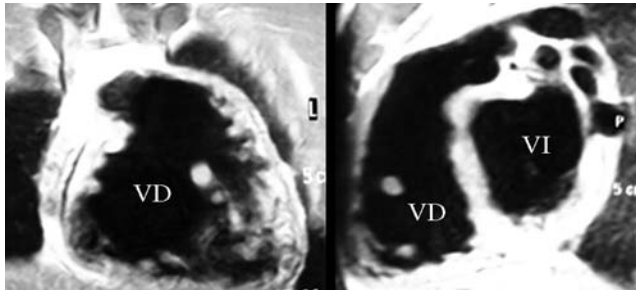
Imagen de resonancia magnética nuclear en un paciente con tetralogía de Fallot donde se evidencia la marcada dilatación del VD.
